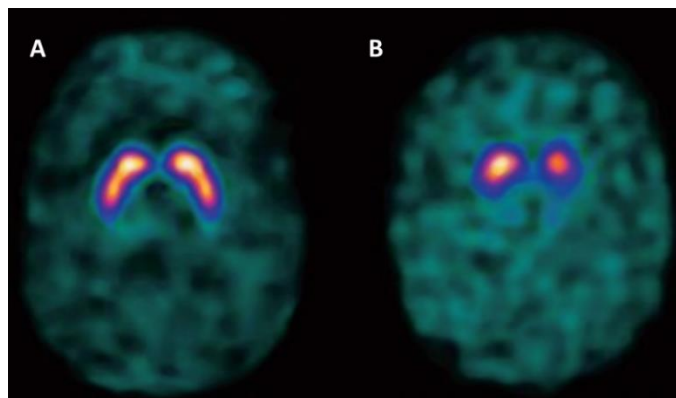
Déervation dopaminergique en scintigraphie à l'¹²³I-Ioflupane (DaTSCAN).
